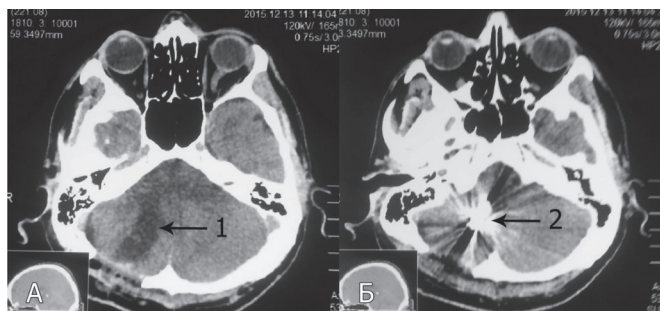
А, Б. Послеоперационное КТ-исследование головного мозга. Сканирование в аксиальной плоскости: 1 — послеоперационная полость в мозжечке; 2 — наводка от клипса, наложенного на коллекторную вену венозной ангиомы.
